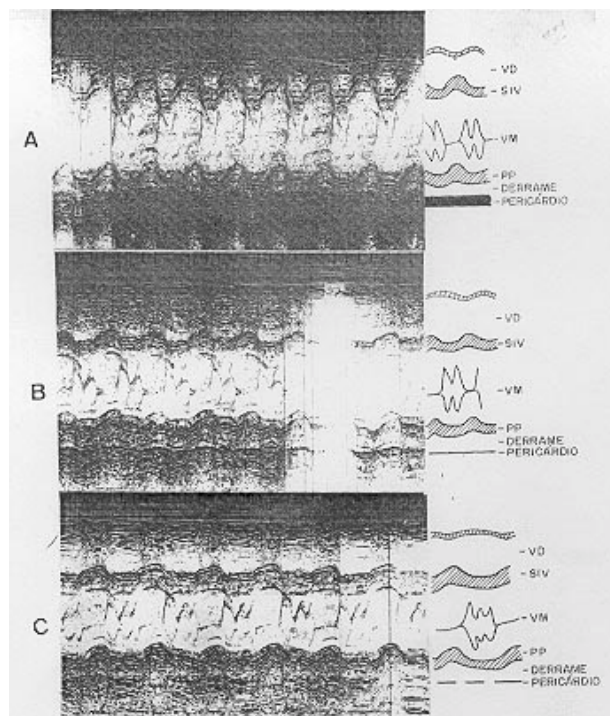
O ecocardiograma bidimensional do pré-operatório (A) revelou movimento assincrônico do septo interventricular, espessamento e derrame pericárdicos. Em B e C, que correspondem aos ecocardiogramas obtidos no pós-operatório imediato e tardio, respectivamente, nota-se melhora da movimentação septal, persistindo derrame pericárdico de grau discreto na face posterior do coração.
